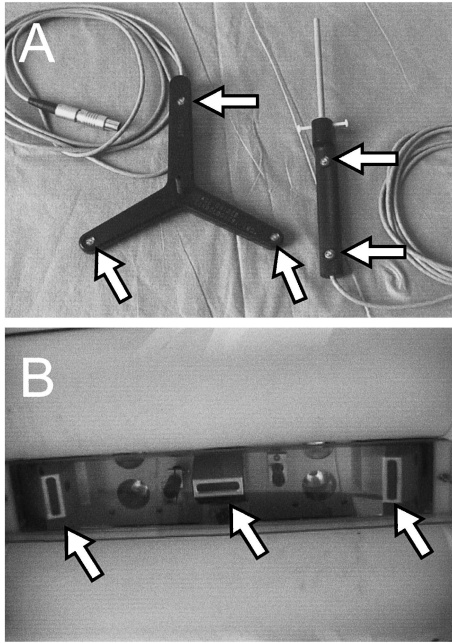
(A) Flash pointers with light emitting diodes (arrow) for the determination of real time MR image planes. (B) Three detectors (arrow) are located on the ceiling.
